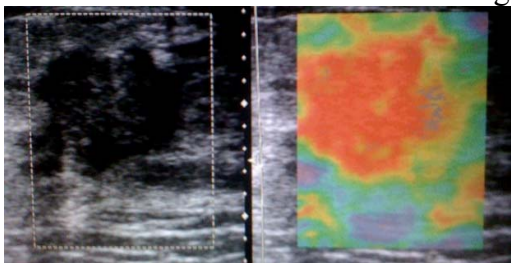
Leziune cu caractere maligne ecografic și elastografic - scor 5
